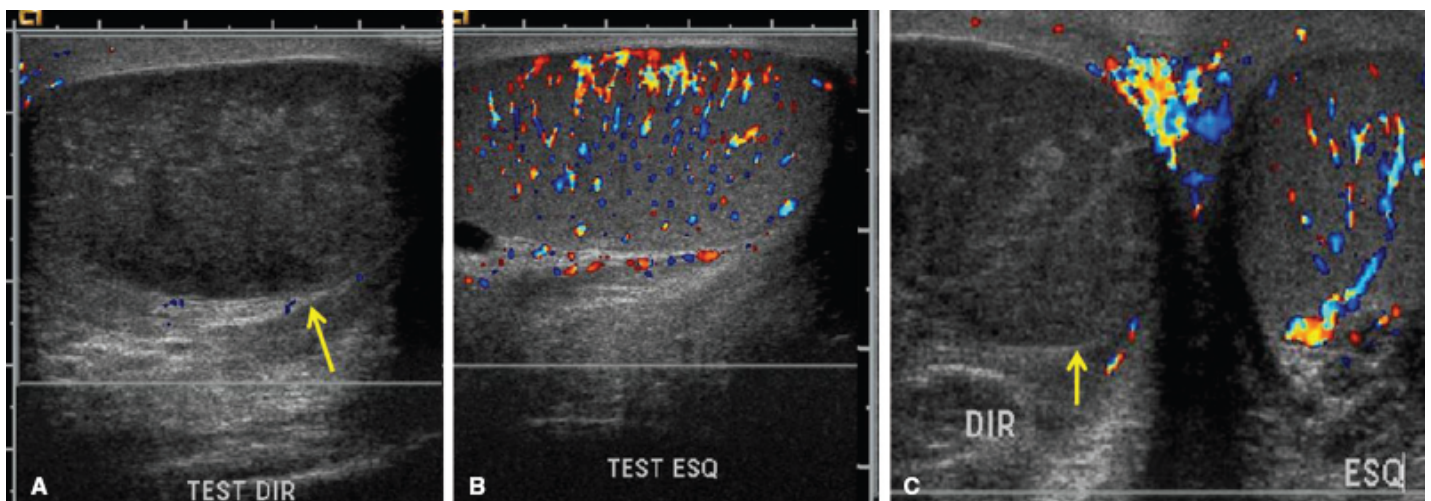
Torção do testículo. Ultrassonografia de bolsa escrotal com Doppler. O testículo direito (A e C) apresenta-se com ecotextura heterogênea, aumentado de volume e sem fluxo ao Doppler. O testículo esquerdo (B e C) apresenta ecogenicidade e padrão de vascularização normal.
